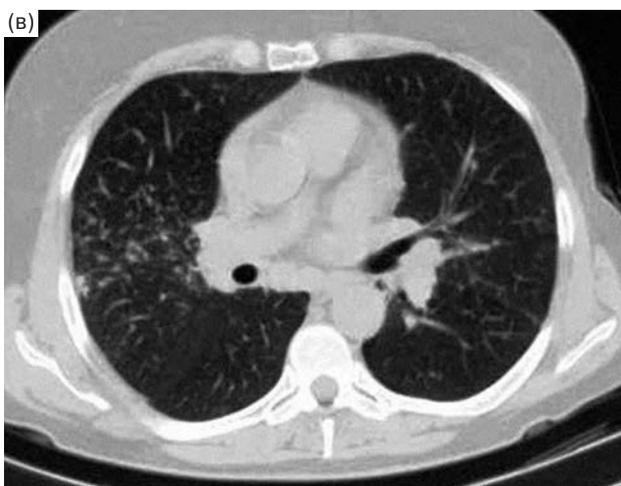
Изменения кожи (а, б) и КТ (в) у больной с сочетанным внутригрудным поражением (II стадия) и саркоидозом кожи.
